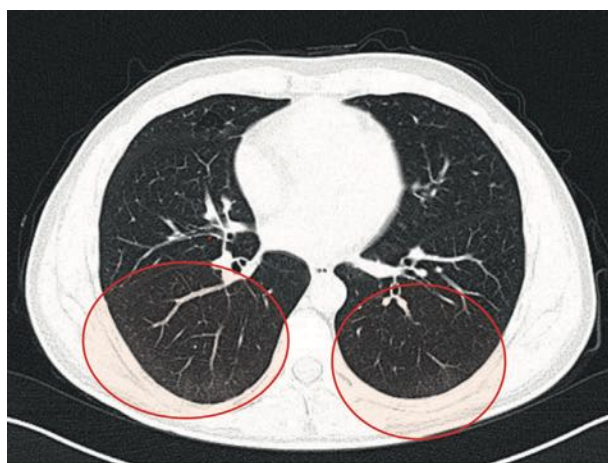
Ground glass and faint millimetric nodules in the patient’s high-resolution computed tomography image (red areas)
